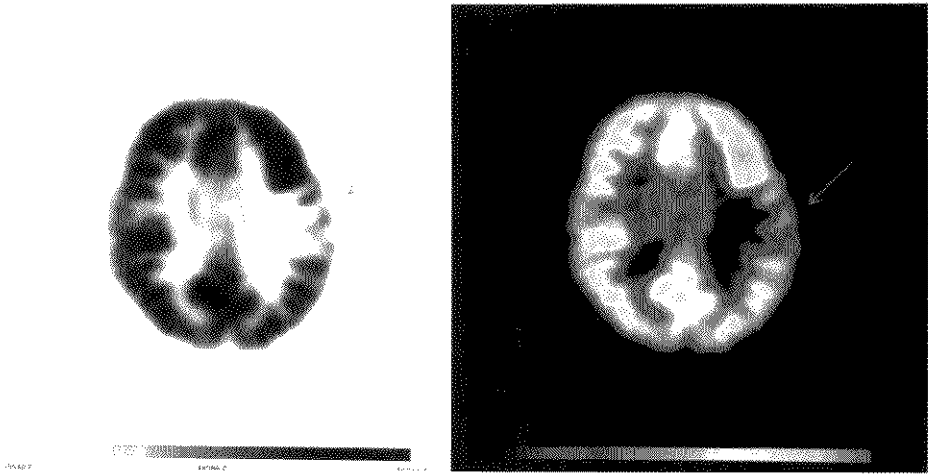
脑星形细胞瘤(Ⅱ级)PET 显像图
